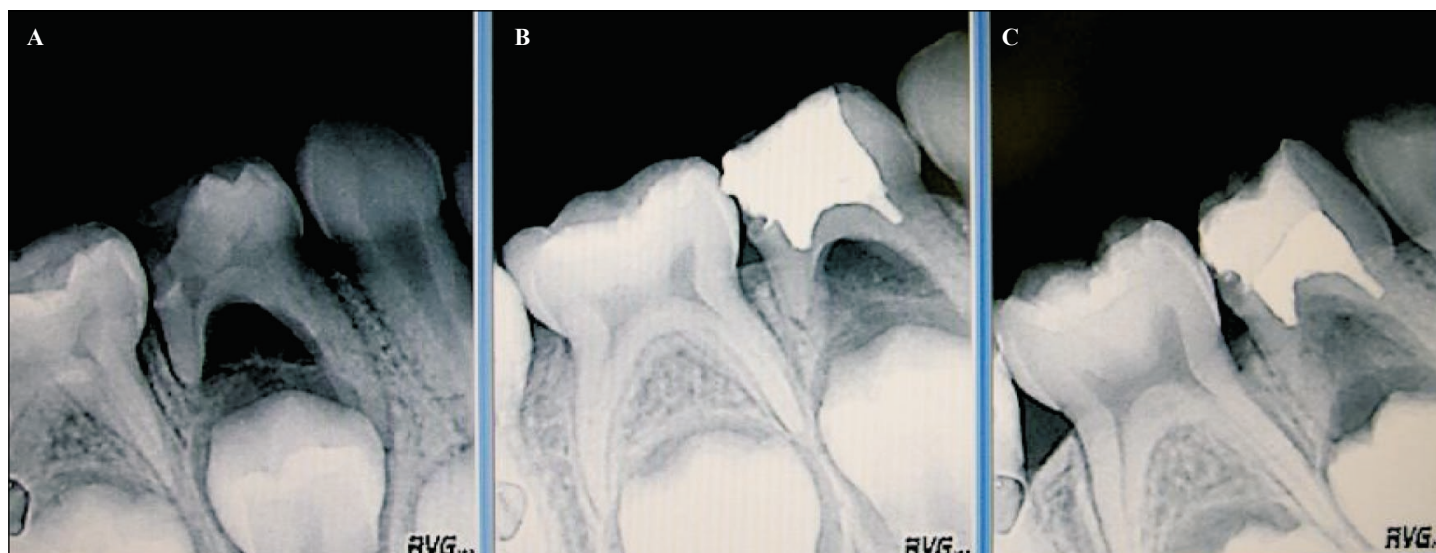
Radiografie: A) preoperatoria, B) controllo a 1 mese, C) controllo a 3 mesi.
